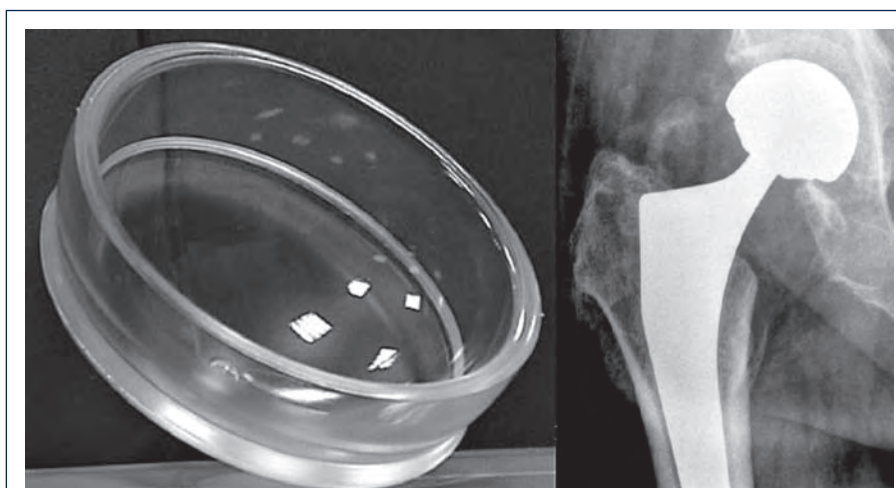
Protesi in poliuretano (a); radiografia eseguita sei mesi dopo l'impianto della protesi (b).
